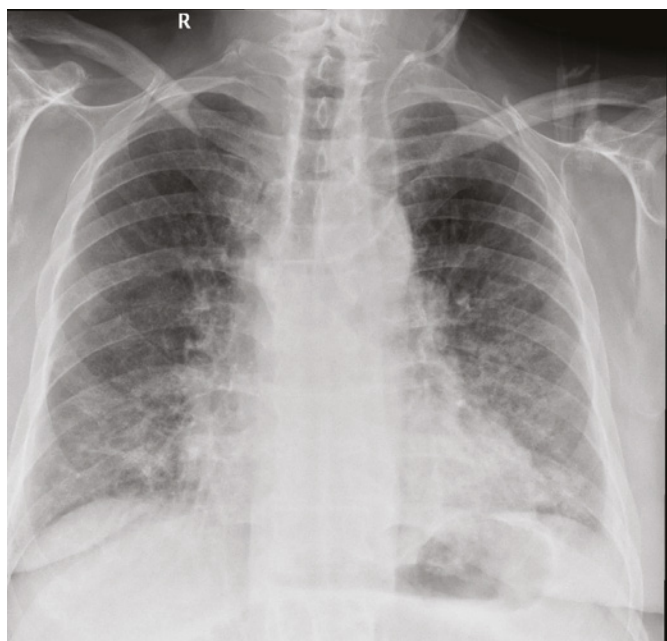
RTG plic při přijetí v 7/2020 – recidiva bilaterálního zastínění v kombinaci s bilaterálními fluidothoraxem
